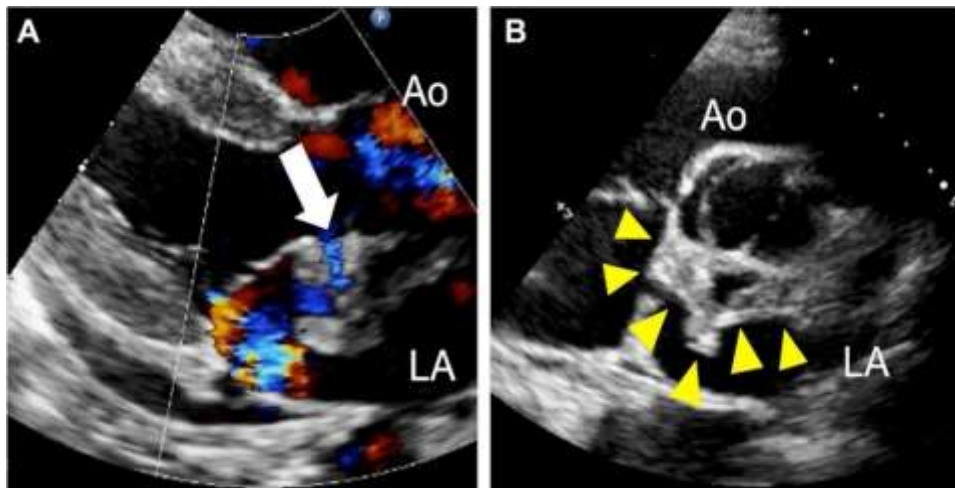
A: ETT au doppler couleur montrant flux de shunt traversant la masse , B: masse hétérogène au contact de la paroi postérieure de l'anneau aortique dans l'OG (85).
